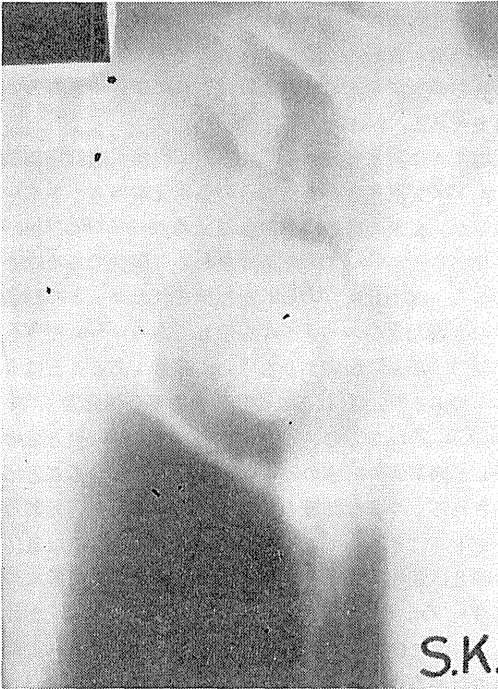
原発性肺癌患者のX線断層写真。右上肺野に浸潤陰影あり空洞を形成している。
